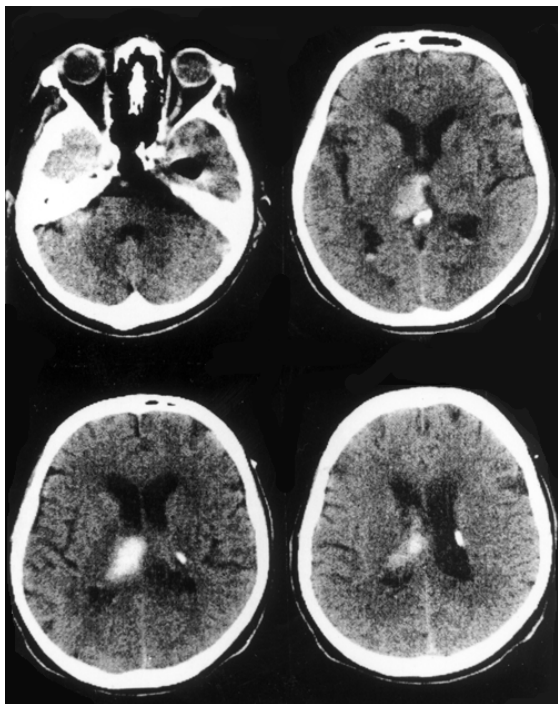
КТ головного мозга. 4-е сутки после установки наружного вентрикулярного дренажа. Уменьшение степени гидроцефалии, санация желудочков мозга, организация паренхиматозного очага
